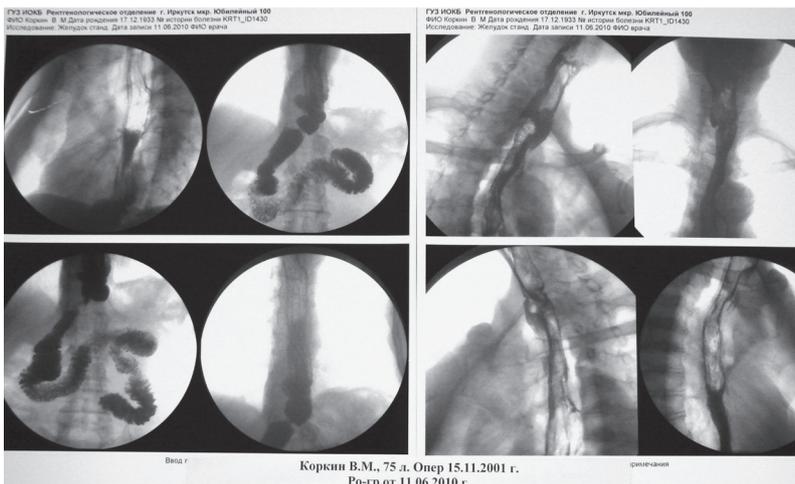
Рентгенограммы искусственного пищевода из целого желудка, проведенного через заднее средостение, с пищеводно-желудочным анастомозом на шее от 11.06.2010 г. у К-на В.М., 75 л. Виден широкий шейный отдел пищевода, ПЖА на шее, «грудной желудок» в виде неширокой трубки, по диаметру сопоставимой с шириной тени позвонков – не шире их. Эвакуация из желудка наступает сразу же.
